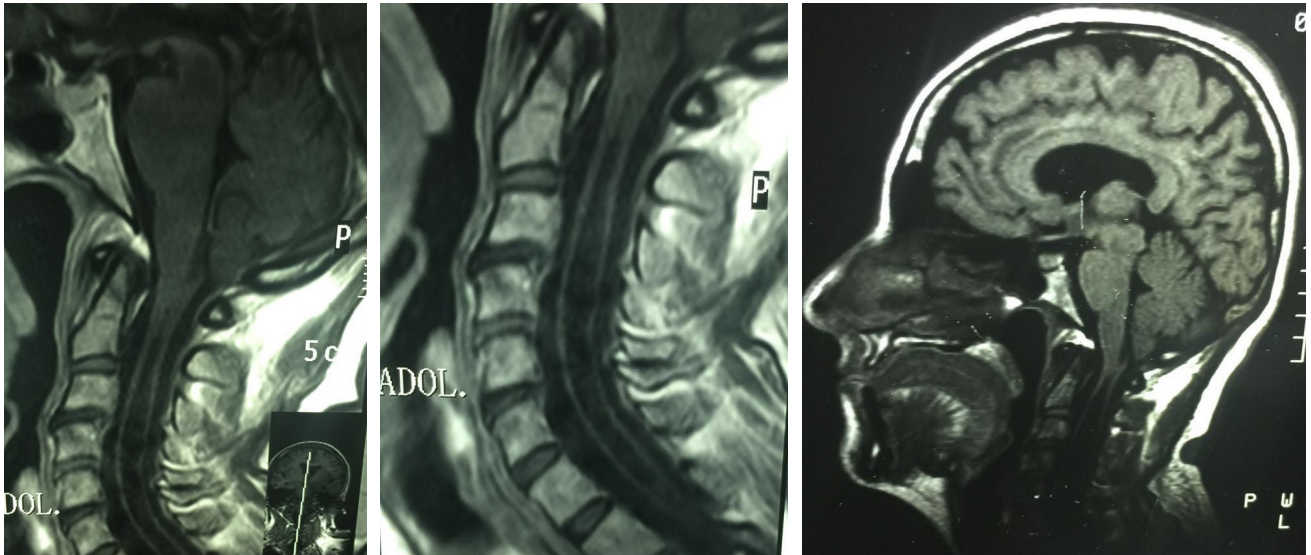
Imágenes de Resonancia Magnética de Cerebro en la actualidad, después de 22 años de evolución.
